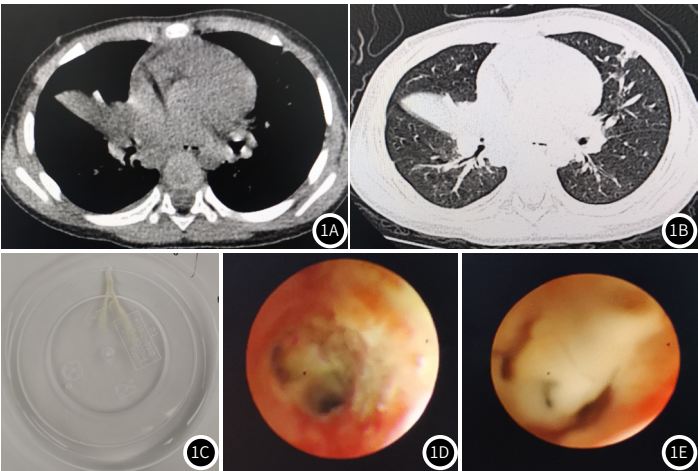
图1E 典型病例图;图1A-图1E为MPP并发PB患儿,男,3岁,图1A和1B为胸部CT图,显示右肺上叶炎症右侧胸腔积液(少量);图1C为支气管镜内吸出树枝状黏液栓,图1D和1E为支气管镜下病变图。
